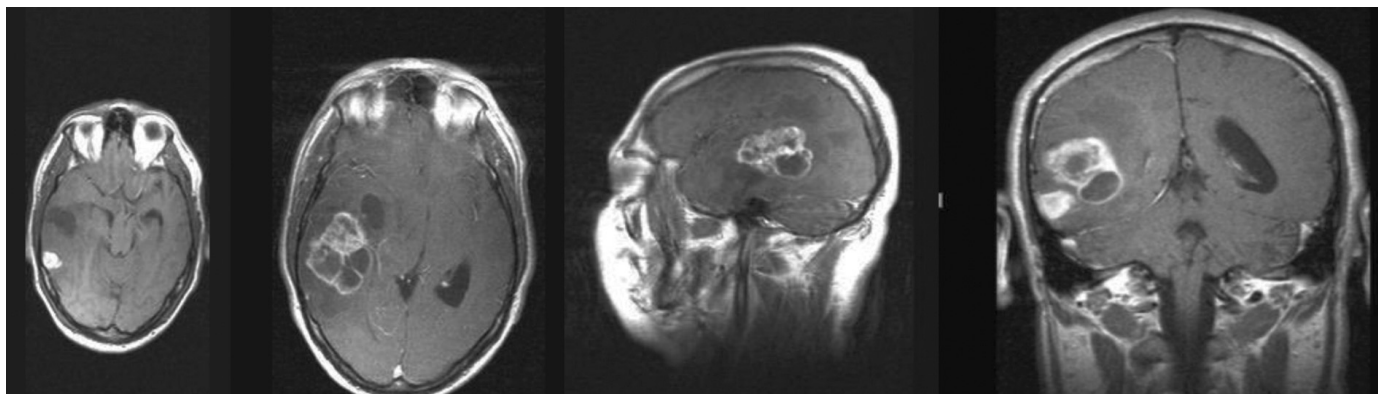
Кистозная глиобластома, МРТ, T_1 ВИ, без контрастирования и с контрастированием в трех проекциях.
